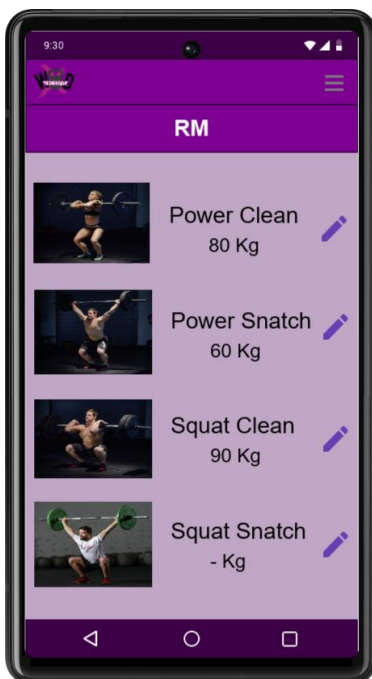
Pantalla de RM, alta fidelidad.
